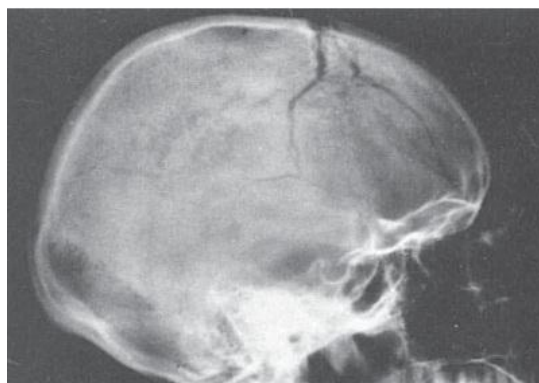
Рентгенография костей черепа
